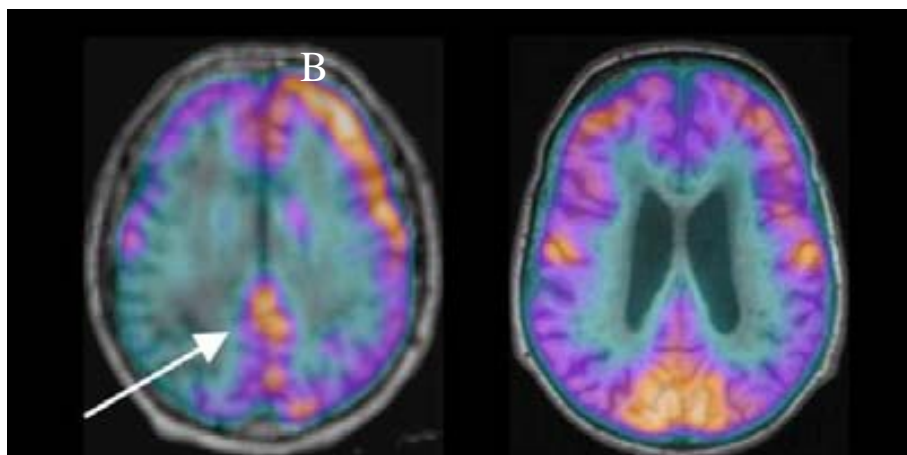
FDG-PET/TC en pacientes con DCLw (A) y DA (B)⁸⁶.
